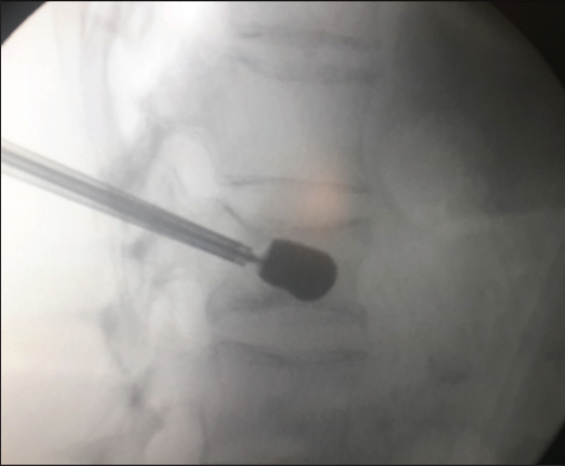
Lateral X-ray görüntüsü ile kırık seviyesi tespit edildi.
